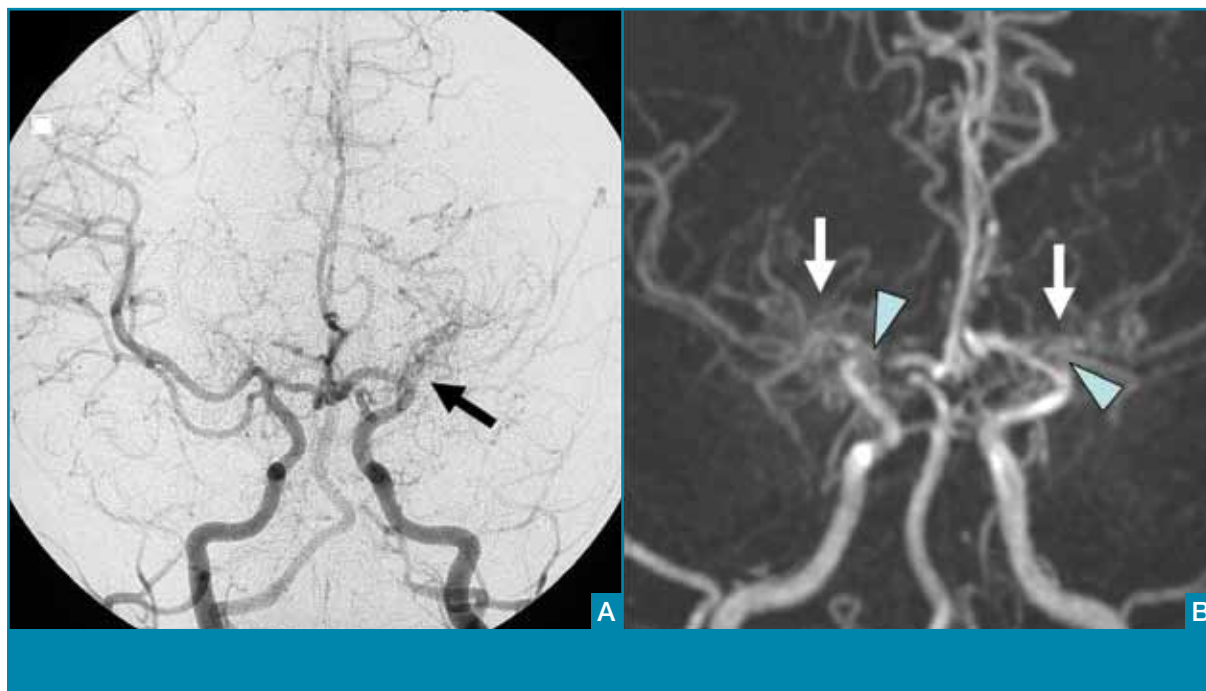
Een 10 jaar oude jongen met bilaterale moyamoya. De MRI-opname (A) toont flowartefacten veroorzaakt door ontelbare abnormale, kleine, collaterale vaatjes in de basale kernen (pijl). Contrastangiografie (B) laat de MCA/ACA-occlusie zien met distale moyamoya-collateralen.
